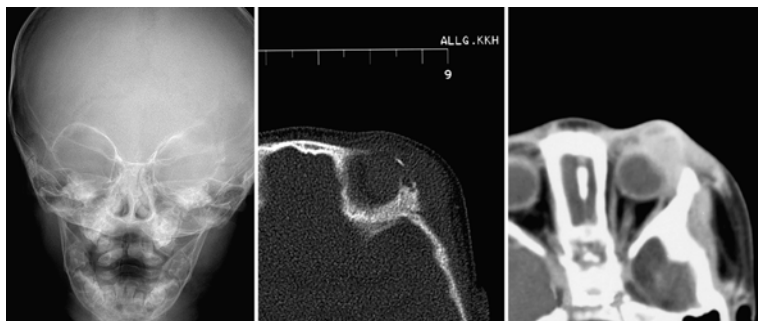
Ostéolyse bien limitée, supra-orbitaire gauche, avec composante de tissus mous prenant fortement le contraste (TDM).
